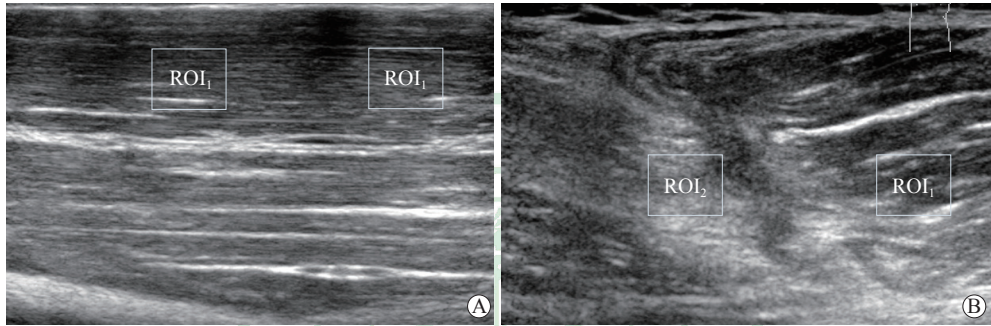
健康志愿者和急性上臂肌肉挫伤患者上臂肌肉高频超声二维图像
